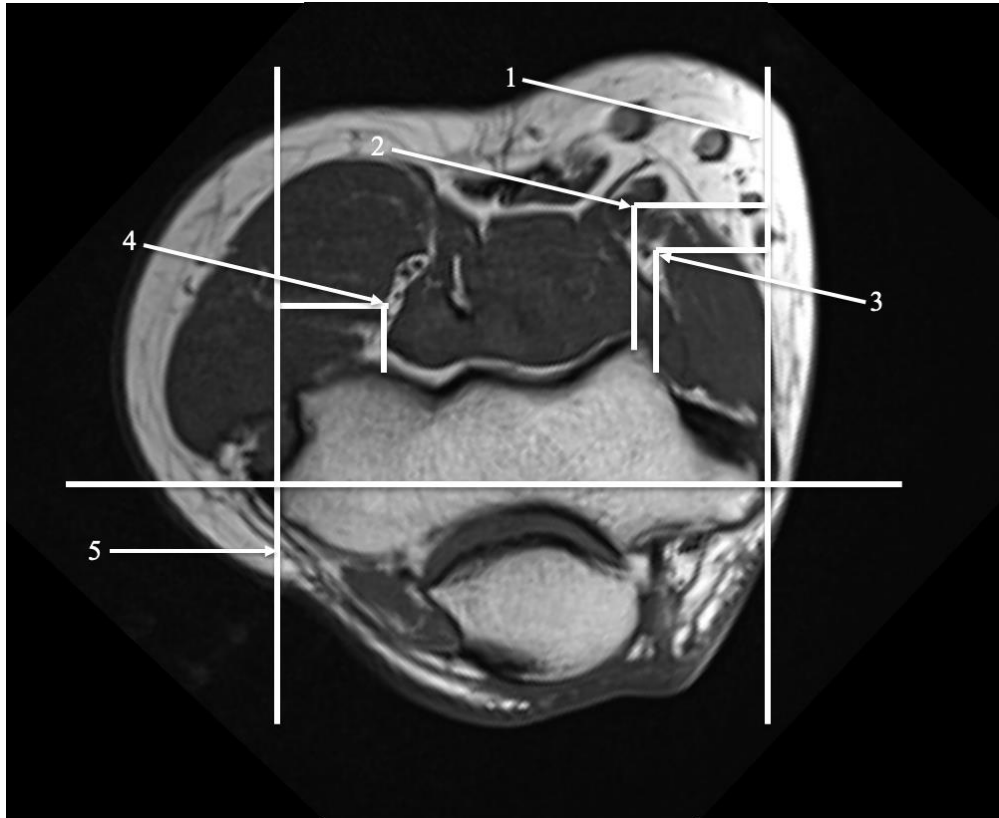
МРТ локтевого сустава, аксиальная плоскость, II уровень:
